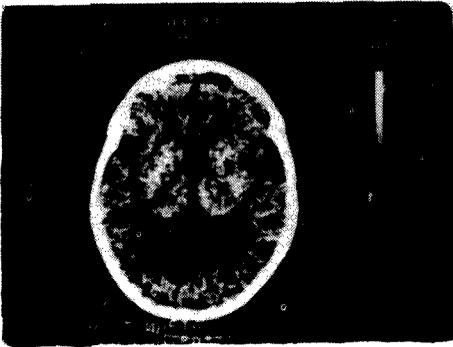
Tomografia axial computadorizada de P.J.B.A., efectuada em 12/12/84, na qual, além de atrofia cortical difusa, foi detectado um "provável enfarte lacunar insular direito" (seta).
